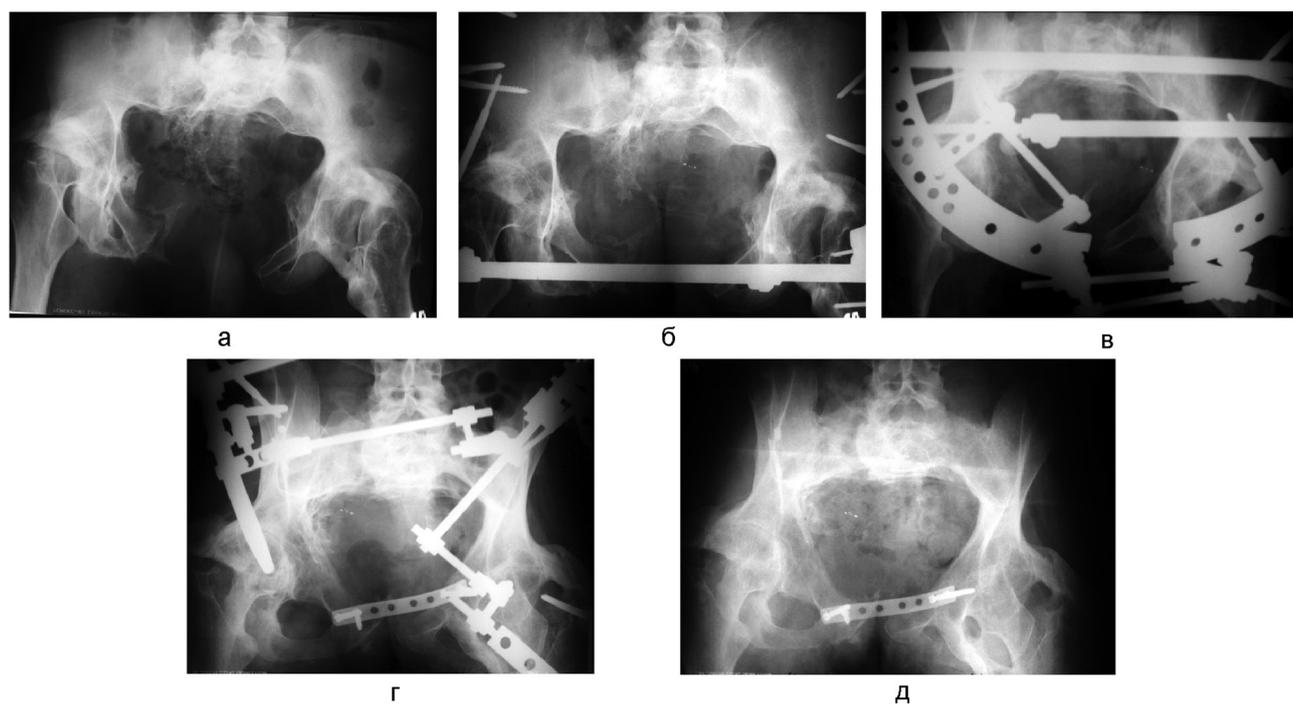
Больной М.: рентгенограммы на этапах лечения
